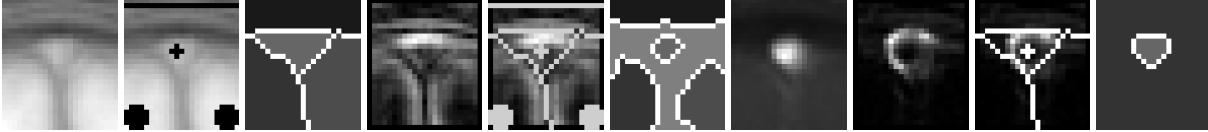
Phase d'initialisation. De gauche à droite : coupe IRM moyenne ($s_{irm,i}^0$), coupe IRM avec quatre marqueurs, première segmentation de $s_{irm,i}^0$, image gradient de $s_{irm,i}^0$, image gradient de $s_{irm,i}^0$ avec cinq marqueurs, segmentation finale de $s_{irm,i}^0$ ($b_{irm,i}^0$), coupe ARM moyenne ($s_{arm,i}^0$), image gradient de $s_{arm,i}^0$, image gradient de $s_{arm,i}^0$ avec deux marqueurs, segmentation de $s_{arm,i}^0$ ($b_{arm,i}^0$).
